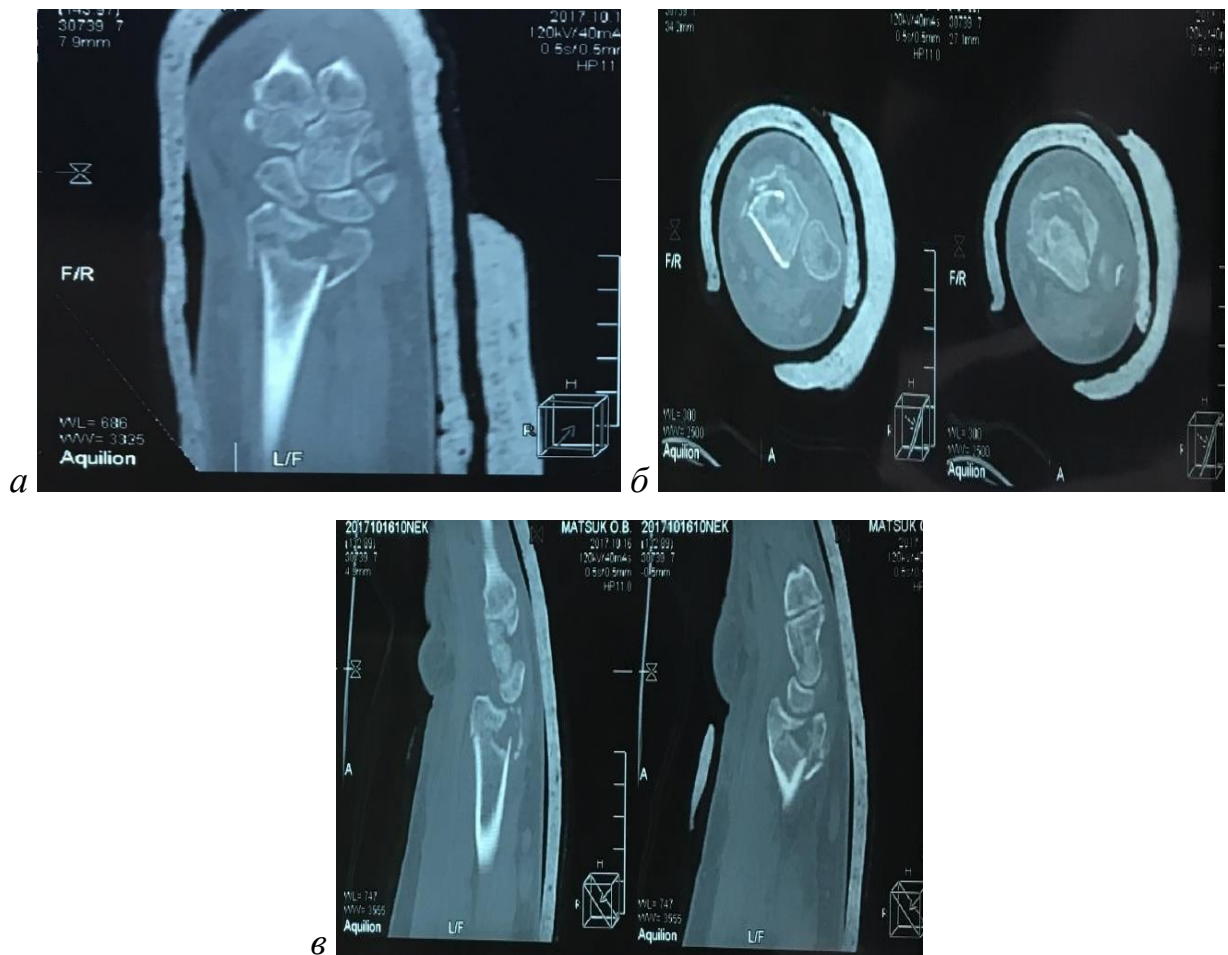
Пострадавшая М., 59 лет: а–в — КТ левого лучезапястного сустава в коронарной, аксиллярной и сагиттальной проекциях. Определяется внутрисуставной характер перелома с наличием 4 фрагментов
